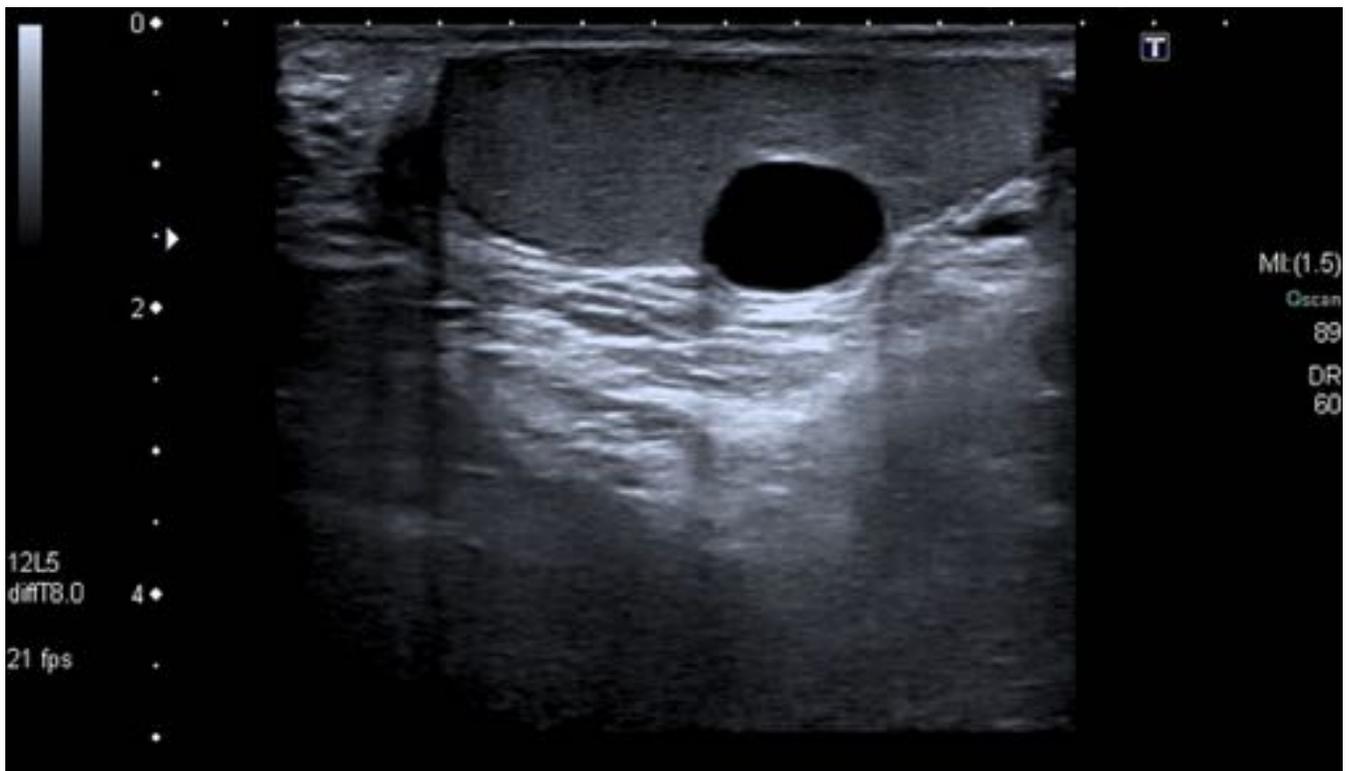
Quiste túnica albugínea. Quiste de la túnica albugínea detectado en paciente de 56 años con nódulo palpable indoloro al que se le realizó una ecografía.
